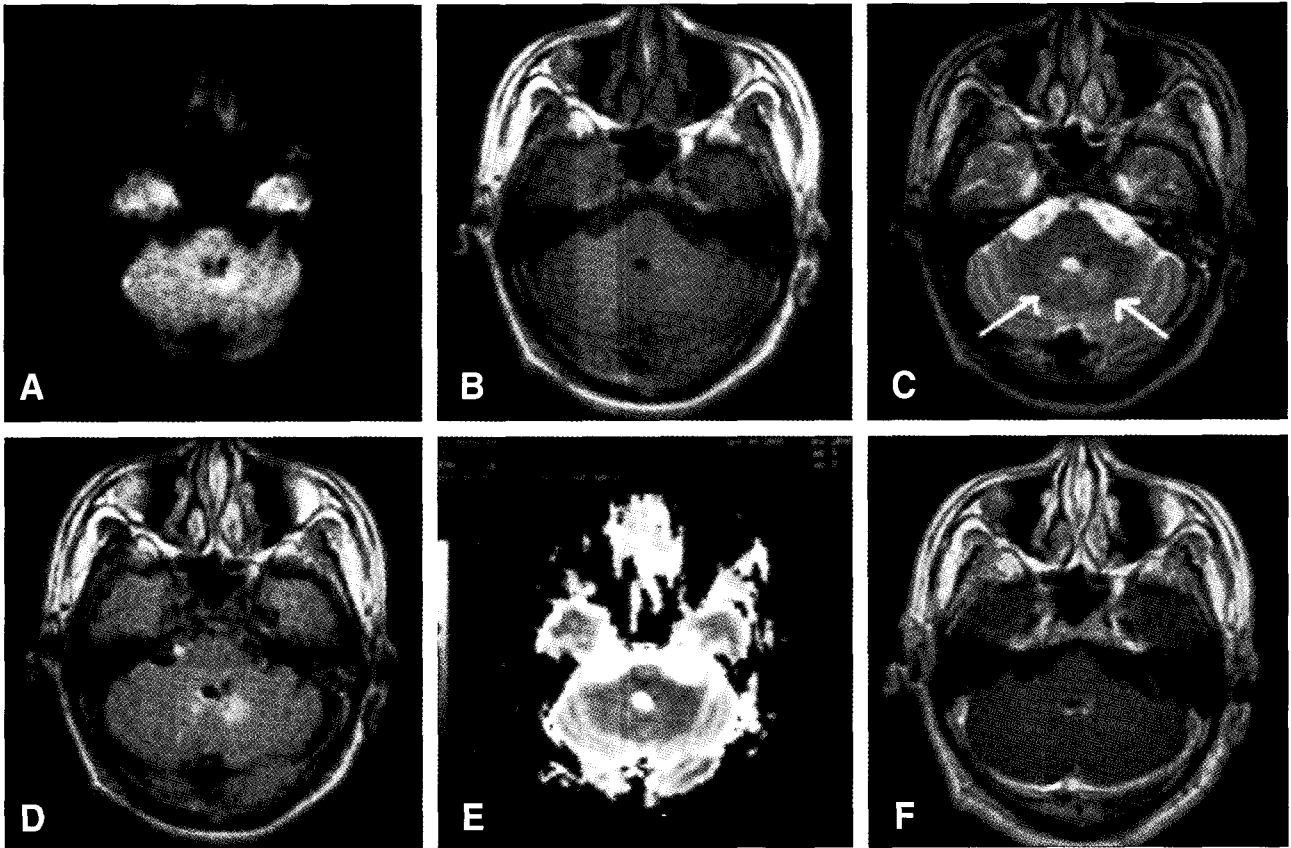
Follow up after three weeks later, suspicious brain abscess lesions were nearly disappeared. However, unexpected subacute infarction lesions were checked without clinical deterioration. Above figures were taken when patient showed acute neurologic deterioration during his antibiotics treatment. DWI (A), T2WI (C) and FLAIR image (D) show newly appeared high signal intensity in bilateral dentate nucleus of cerebellum. However, the lesion is not enhanced in Gd-T1-enhancing image (F). T1WI (B) and ADC map (E) show no abnormal signal intensity.
